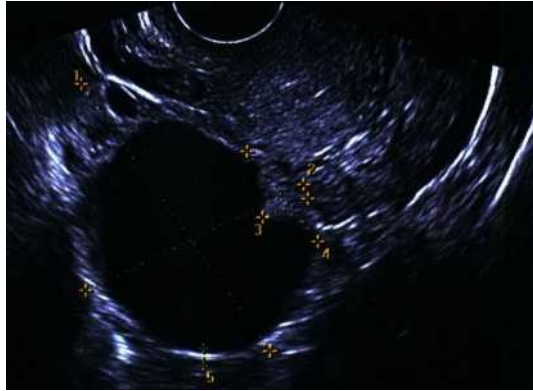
Папиллярная серозная цистаденома яичника. УЗИ
